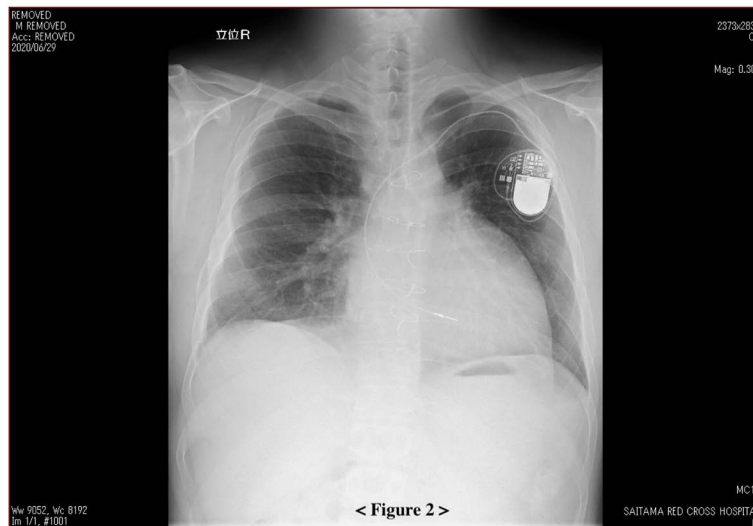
Preoperative chest X-ray showed mild cardiomegaly with a cardiothoracic ratio of 0.57.
